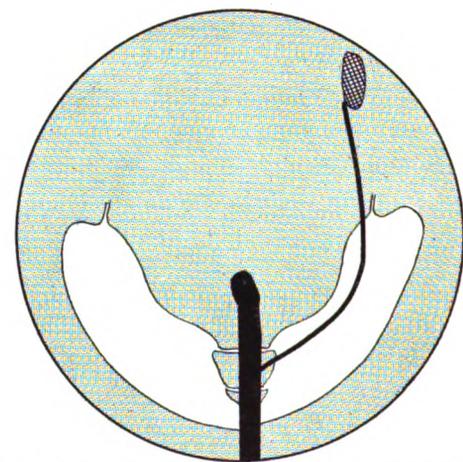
Radiographie du même calcul refoulé par la sonde urétérale. Opération par Rafin.
